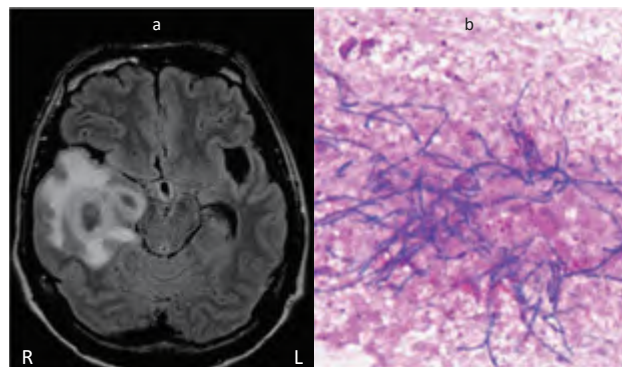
頭部MRI (第8病日 FLAIR画像)と囊胞吸引液のグラム染色
